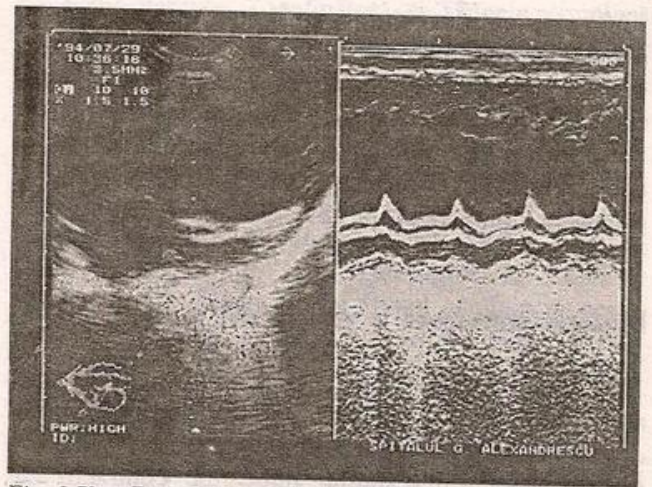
Fibroelastoză endocardică la un sugar în vârstă de 3 luni, ecografie 2D, secțiune apical 4 camere și mod M. Dilatare importantă ventriculară stângă, aspect îngroșat cu echodensitate mult crescută (hiperechogenitate intensă) a endocardului aparatului valvei mitrale; amplitudine redusă de mișcare a valvei mitrale.
